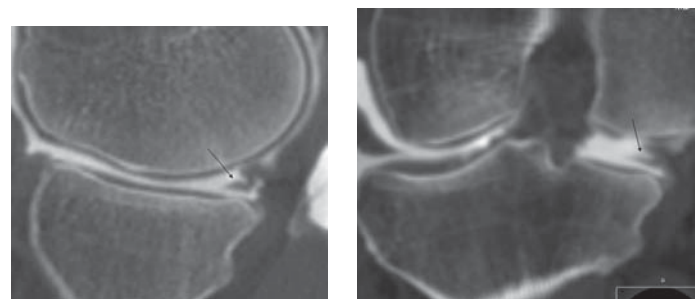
КТ-артрография пациента 40 лет, характер травмы – неловкое движение. Сагиттальная и фронтальная реконструкция. Определяется деформация заднего рога медиального мениска с гиперденсной горизонтальной линией, уходящей внутрь мениска – сложный разрыв.
